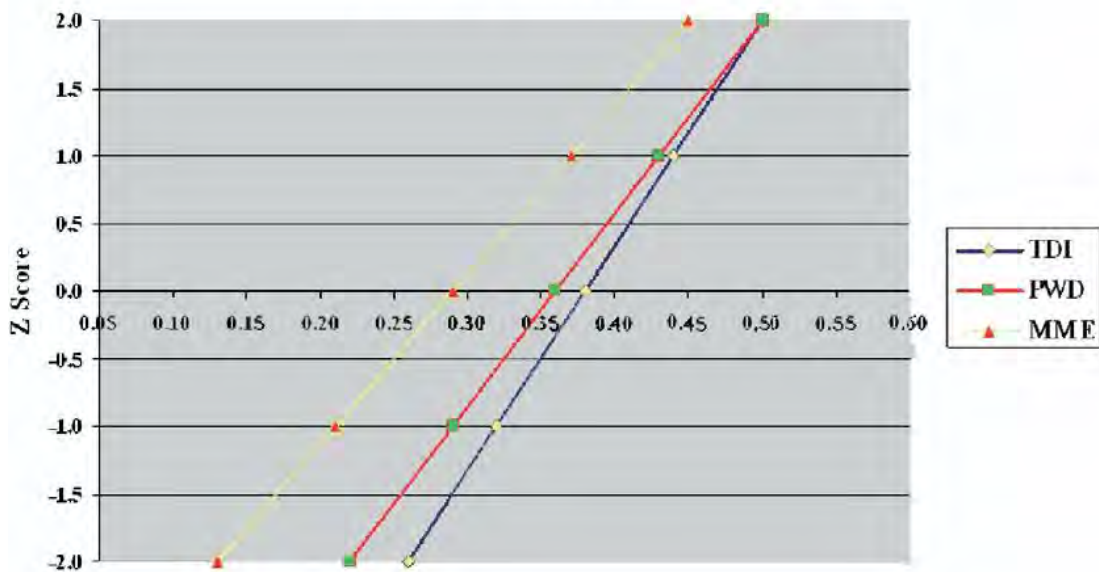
Índice de Tei ventricular izquierdo. Valores normales para doppler tisular, doppler de onda pulsada y ecocardiografía modo M. métodos expresados como Z score.
